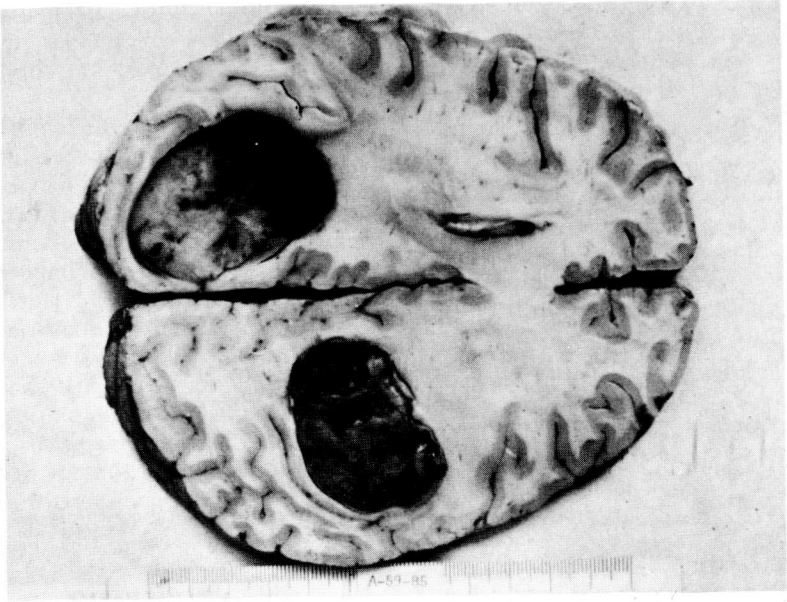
Las dos masas con muy buen plano de clivaje y nítido aspecto metastásico son un fiel reflejo de lo descrito en el TAC de la Fig. 1.
